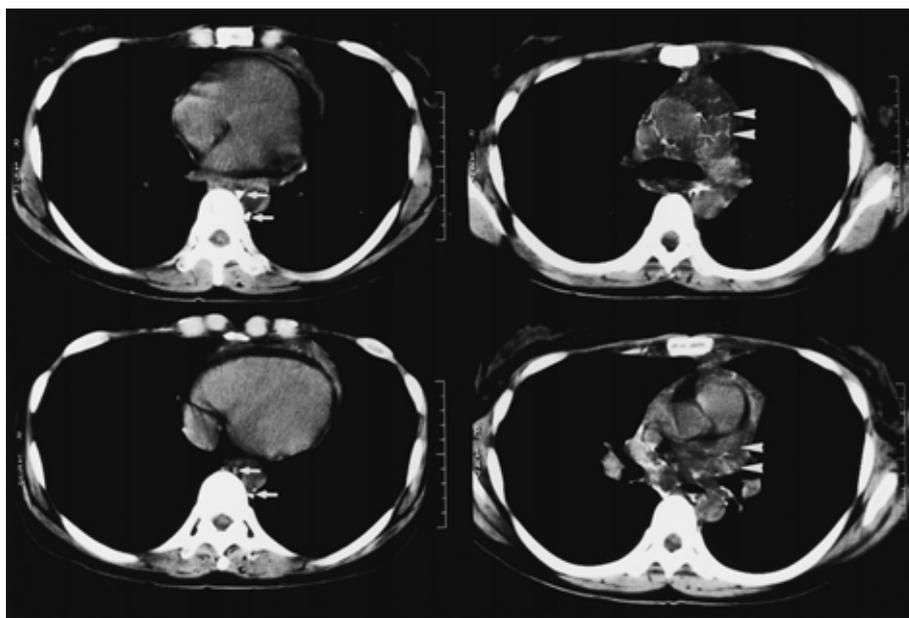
リンパ管造影下の胸部 CT 写真 . 横隔膜レベルで2本の胸管を認める(左・ ) . 上縦隔では複雑に入り組んだリンパ流を認める(右・三角矢印) .
